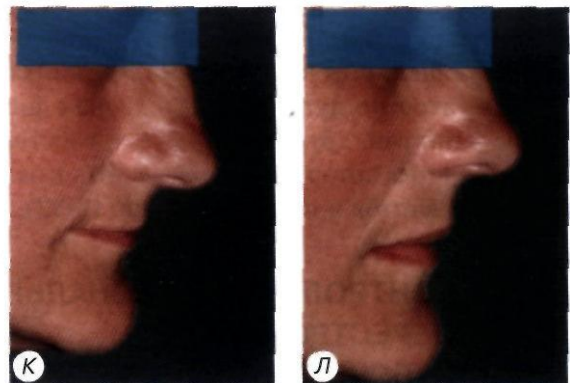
Протезирование при крайней степени атрофии челюстей и значительном межальвеолярном расстоянии с использованием условно-съемных протезов «на ходулях» (рентгенограммы хирургического этапа лечения представлены в гл. 11 на рис. 11-24);
